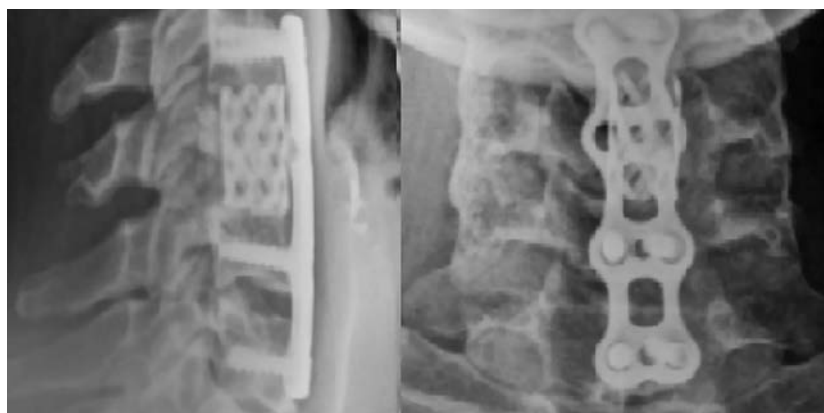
Рентгенограммы шейного отдела пациентки через 3 года и 4 месяца после травмы — определяются восстановленные взаимоотношения и сформированный костный блок в сегменте C4-C5-C6 с удовлетворительным положением металлоконструкции.
